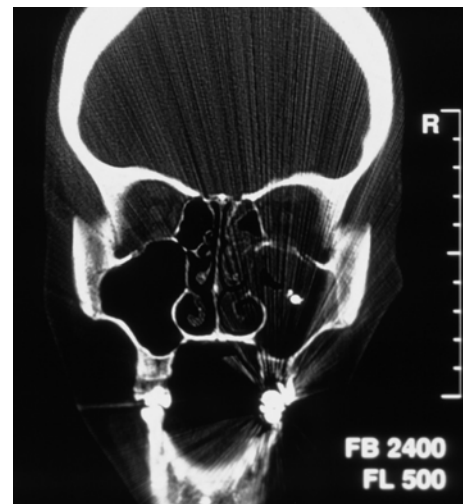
Auch im CT zeigt sich die Veränderung der rechten Kieferhöhle mit einem metallischen Fremdkörper.
